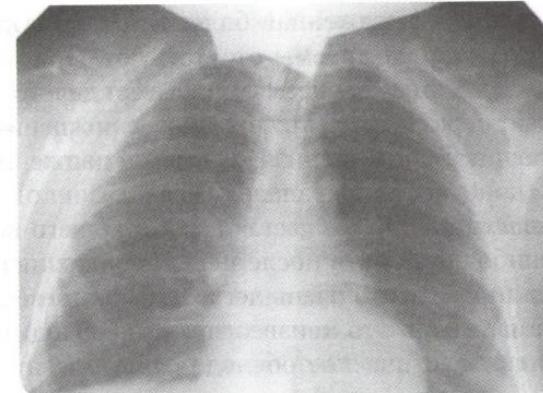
Рентгенограмма патологически измененных ключиц
